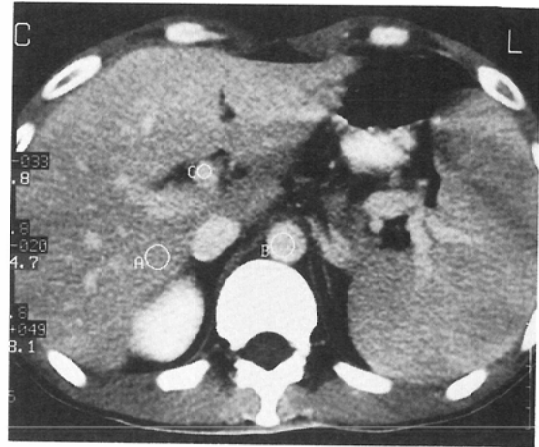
An example of CT number measurement of each organ. This case was well enhanced one, approved as visual score 2*. (* see Fig. 5)
